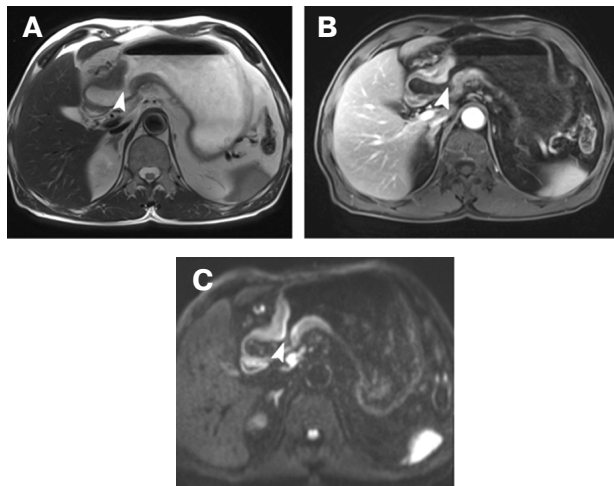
Стрелками указана опухоль cT4 антрального отдела желудка: А – T2 взвешенное МРТ, В – DCE-режим МРТ, С – DWI-режим
